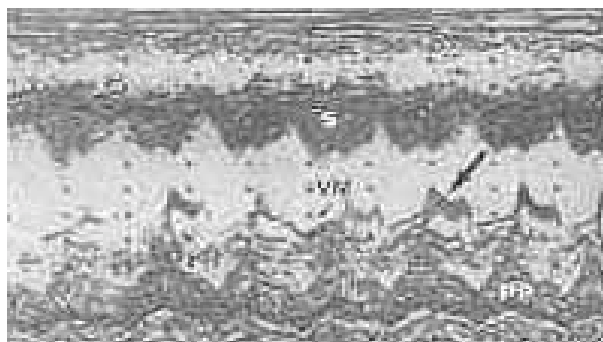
Ecocardiograma evidenciando vibrações diastólicas (sete) ao nível da cúspide anterior da valva mitral (VM). PP = parede posterior do ventrículo esquerdo; S = septo interventricular.
